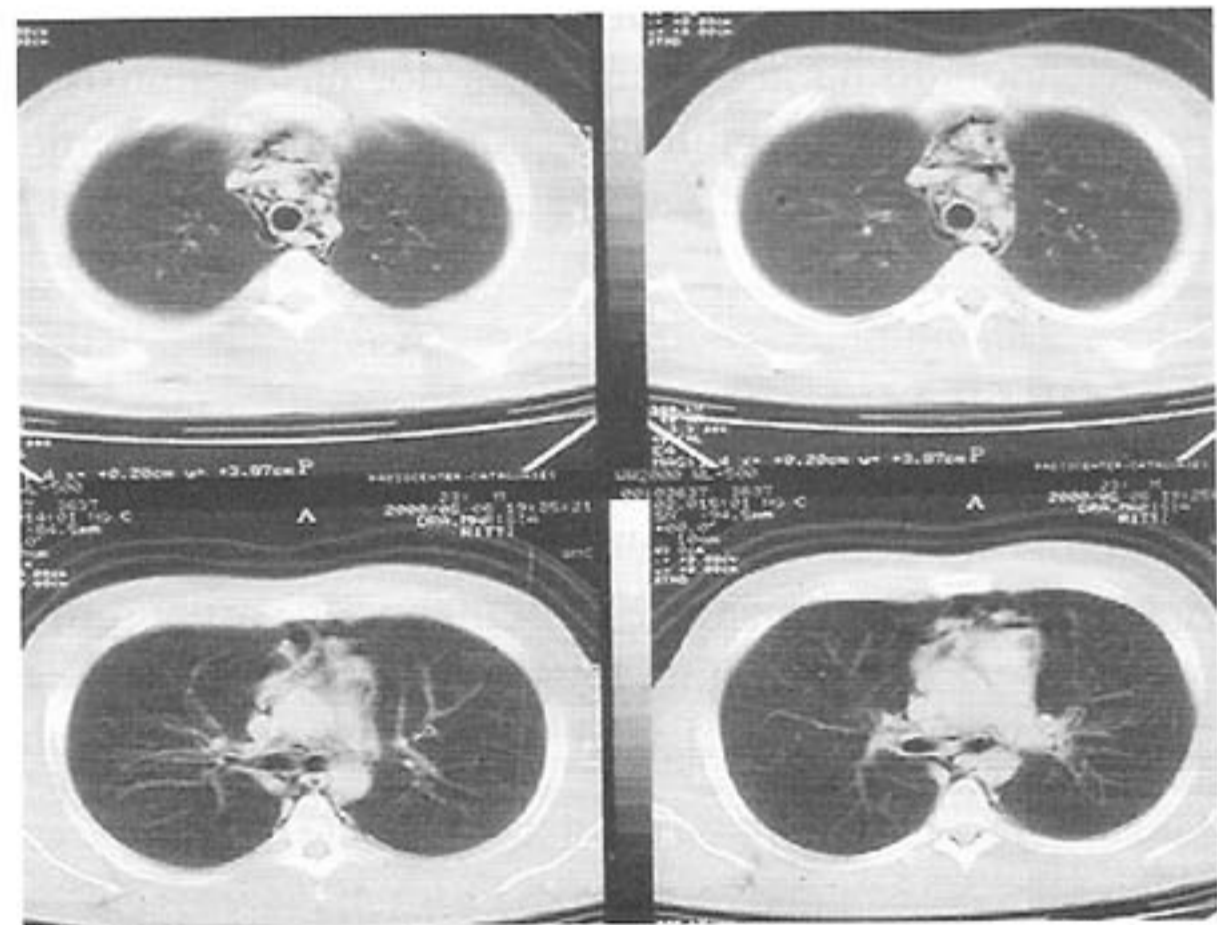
Tomografia computadorizada do tórax apresentando enfisema mediastinal.
